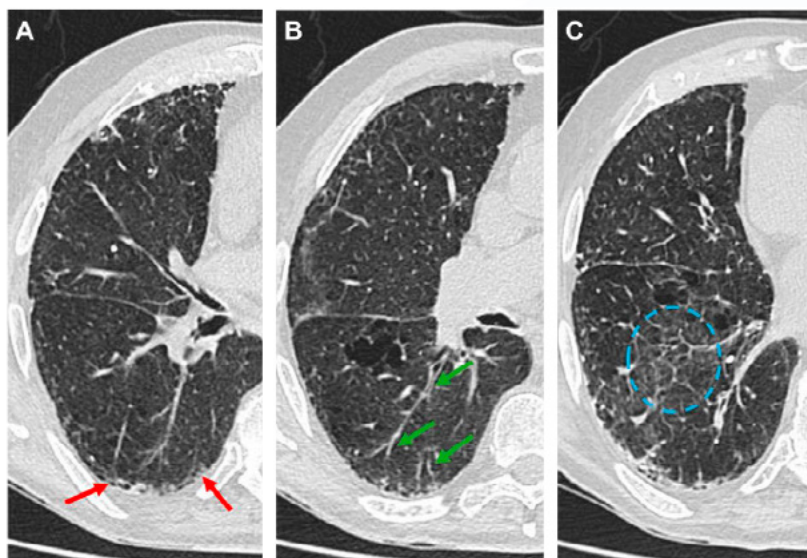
TAC de alta resolución de tórax con signos de reticulación subpleural de predominio basal (A - flechas rojas), asociada a algunas bronquiolectasias de tracción (B - flechas verdes) y microquistes de panal (C - línea discontinua azul), en relación con patrón de NIU.
